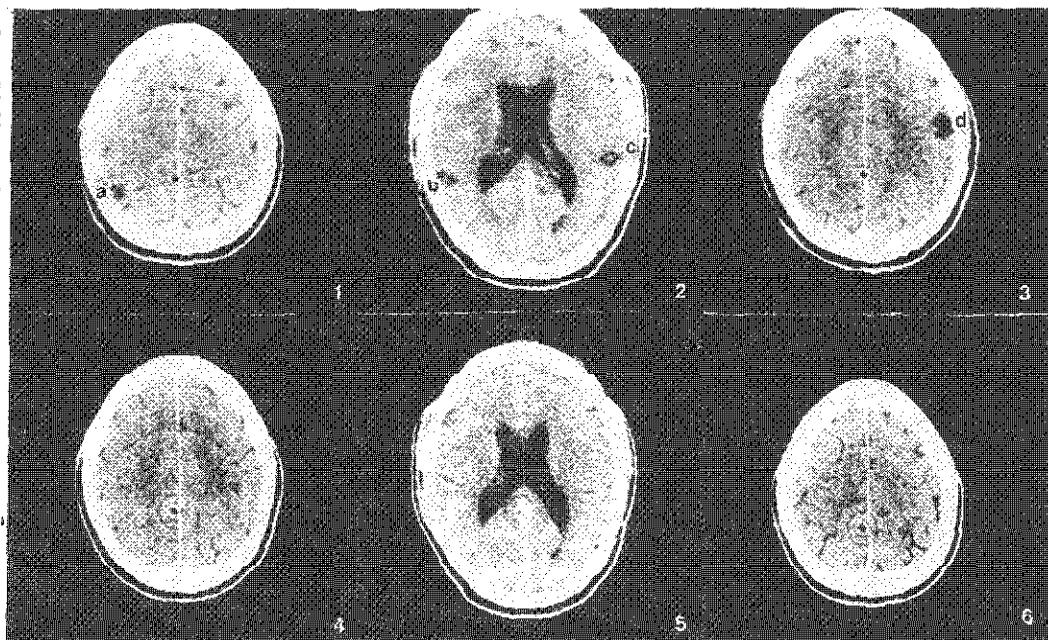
Case II. Male, 48 Contrasted computed tomographic scan before and after treatment with Albendazole.
